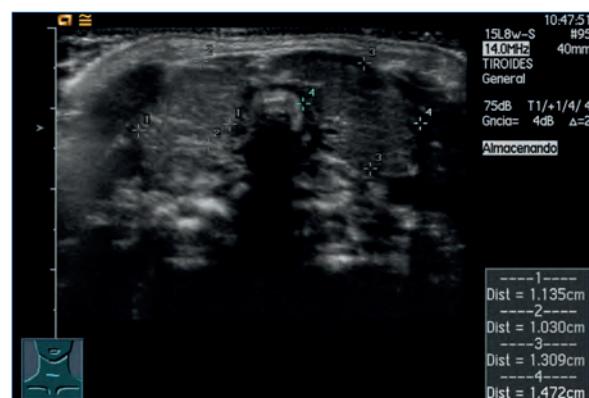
Ecografía de tiroides realizada a los 4 días de vida que muestra una tiroides ortotópica con leve aumento de tamaño y de la vascularización.
